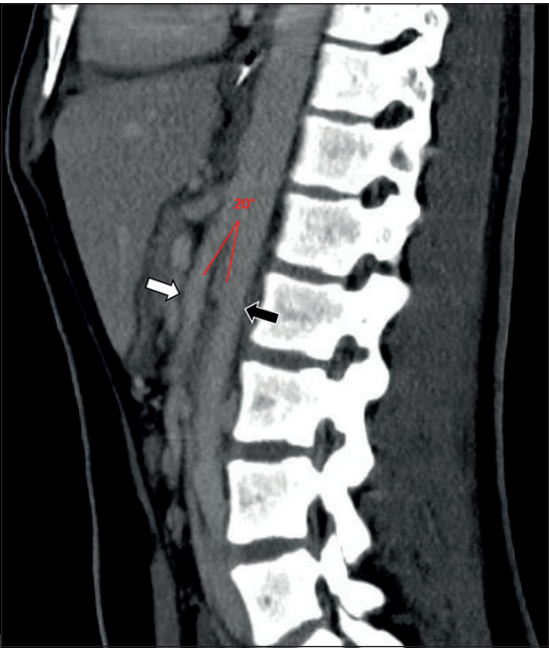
Tomografía axial computarizada en proyección sagital que muestra un ángulo aorto mesentérico menor de 20°, con compresión del duodeno entre la arteria mesentérica superior (flecha blanca) y la aorta (flecha negra).
